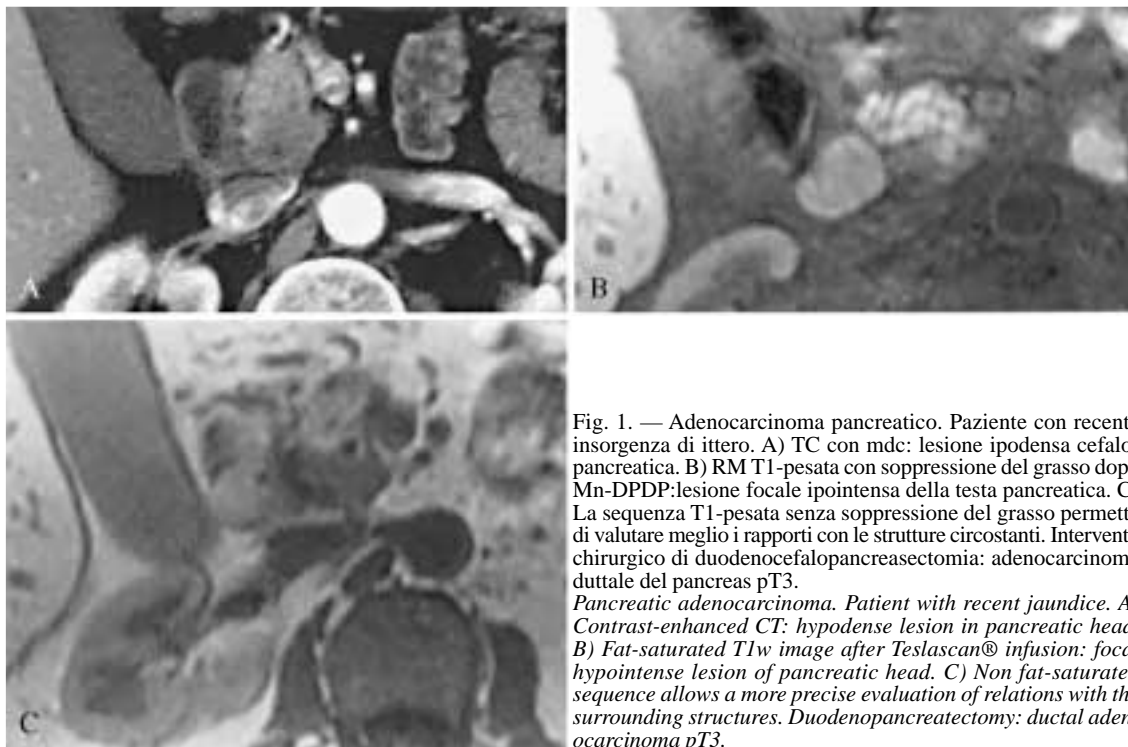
Adenocarcinoma pancreatico. Paziente con recente insorgenza di ittero. A) TC con mdc: lesione ipodensa cefalopancreatica. B) RM T1-pesata con soppressione del grasso dopo Mn-DPDP: lesione focale ipointensa della testa pancreatico. C) La sequenza T1-pesata senza soppressione del grasso permette di valutare meglio i rapporti con le strutture circostanti. Intervento chirurgico di duodenocefalopancreasectomia: adenocarcinoma duttale del pancreas pT3.
